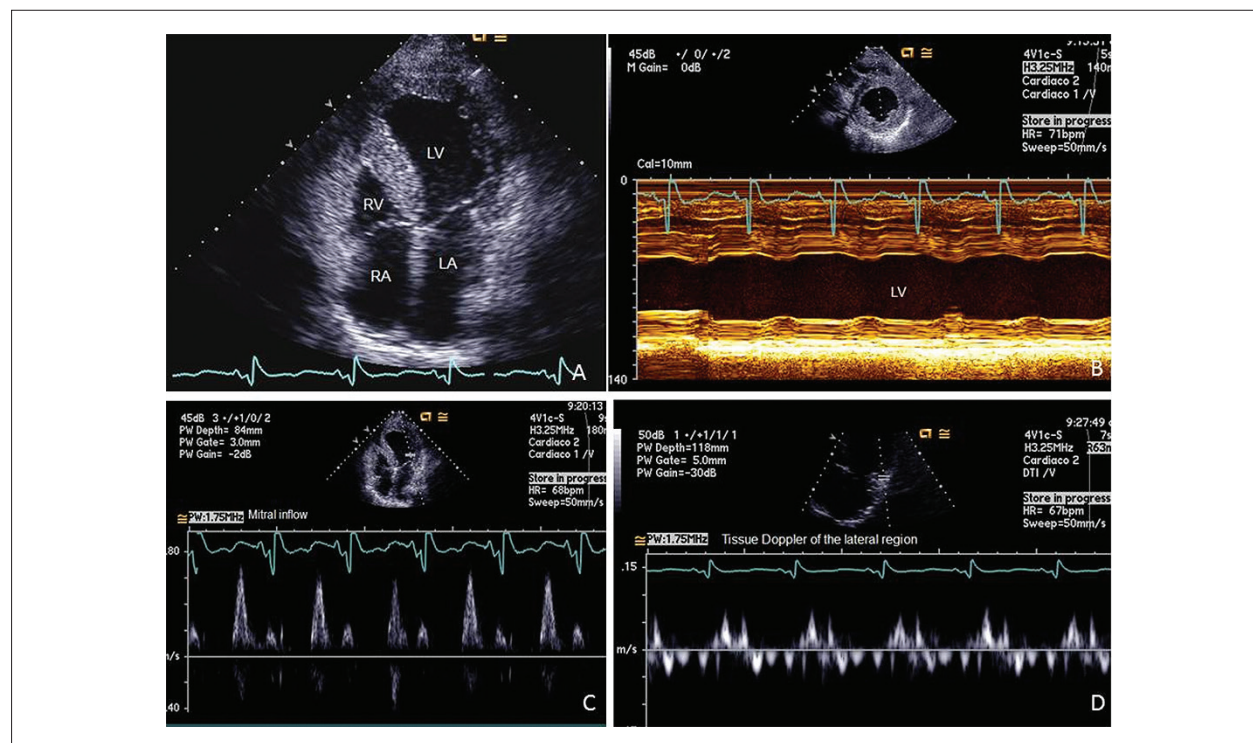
Ecocardiograma transtorácico bidimensional e modo M mostrando hipertrofia biventricular e trabeculações do VE (A e B) e padrão de disfunção diastólica restritiva (C e D).
